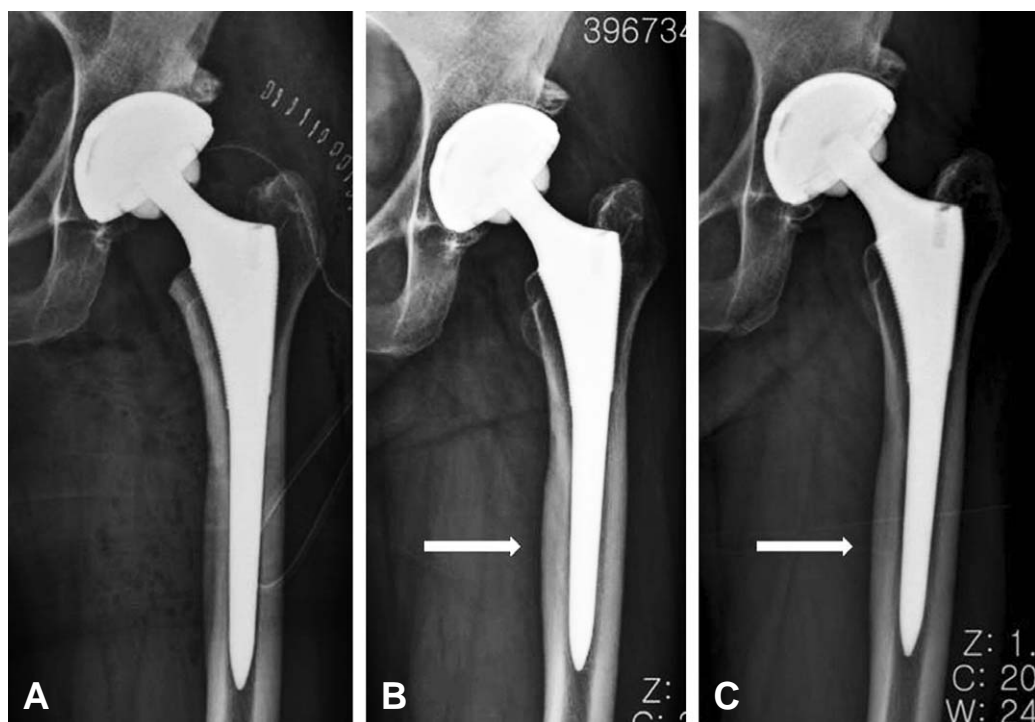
A 55-years-old woman. (A) A postoperative AP radiograph, (B) AP radiograph taken at the 12 months followup begins to show cortical hypertrophy at the distal portion of stem (white arrow), and the patient complained of thigh pain. (C) AP radiograph taken at the 36 months followup shows the cortical hypertrophy precisely (white arrow).
